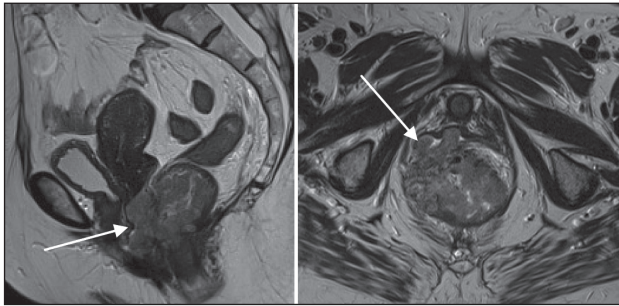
МРТ органов малого таза, T2-взвешенные изображения. Аденокарцинома прямой кишки с прорастанием во влагалище (указано стрелкой)
